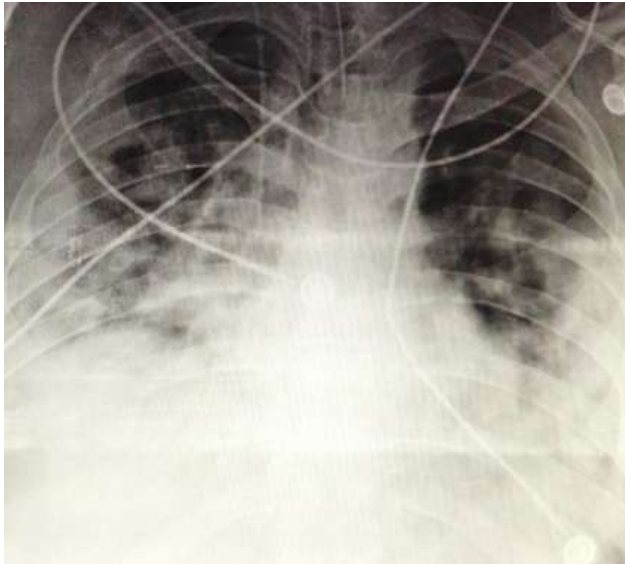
Anteroposterior chest radiograph showing diffuse alveolo-interstitial infiltrates.
